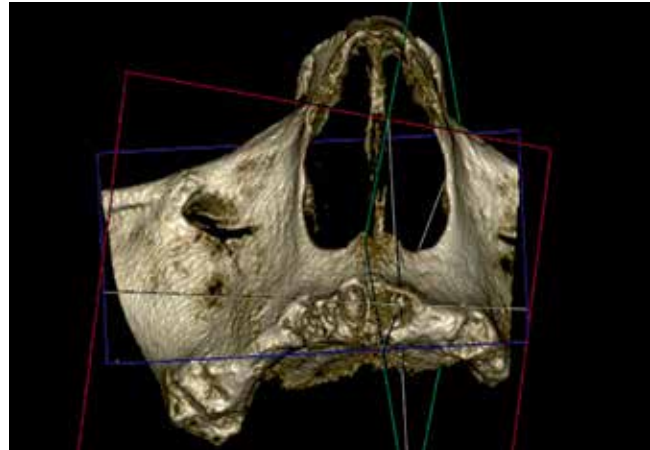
Компьютерная томография фронтального отдела верхней челюсти пациентки с остеонекрозом верхней челюсти. Незаживающие лунки после удаления зубов. 3D-реконструкция
